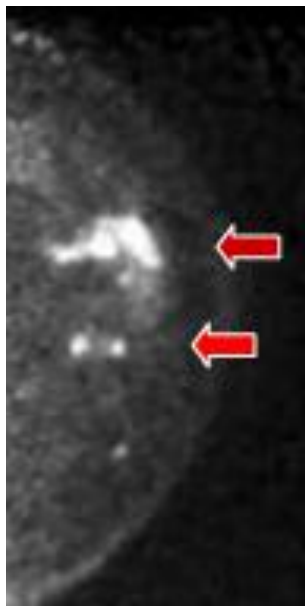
Tomografía por emisión de positrones, en la imagen se puede apreciar que la zonas señaladas con las flechas rojas (área brillante) se puede considerar una alteración en el tejido de la mama [22].
